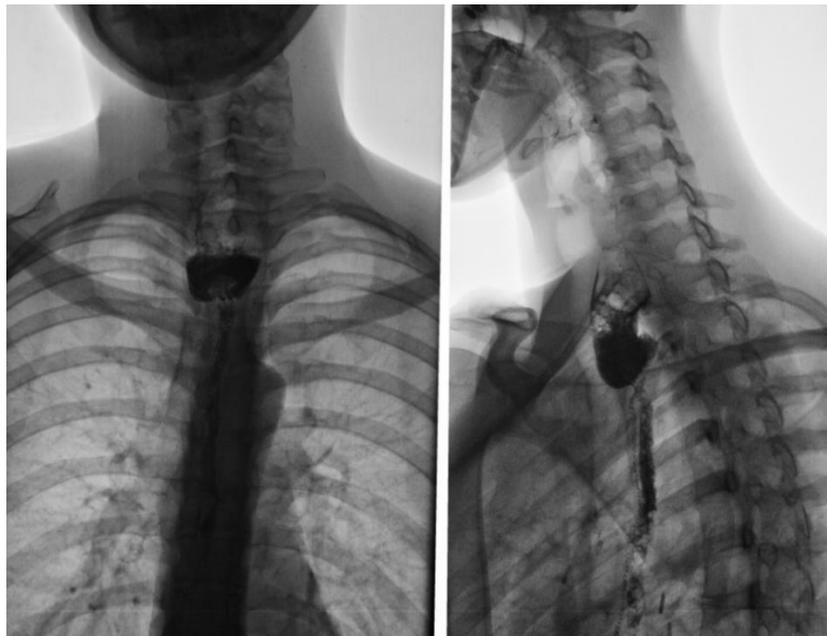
Контрастная рентгенограмма желудочной трубки с бариевой взвесью, прямая (а) и боковая (б) проекции.
